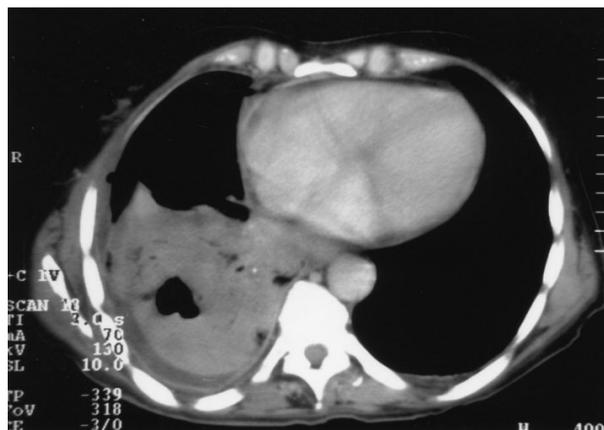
Tomografía axial computarizada torácica: masa pulmonar cavitada con derrame pleural asociado.
